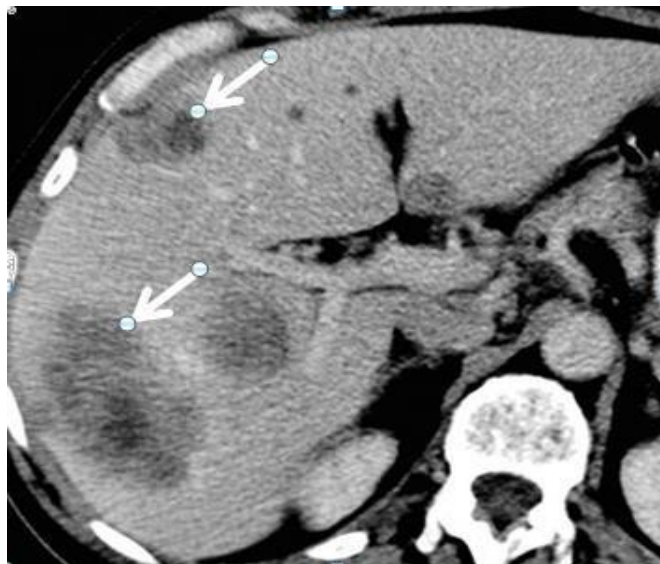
TDM montrant des métastases hépatiques
